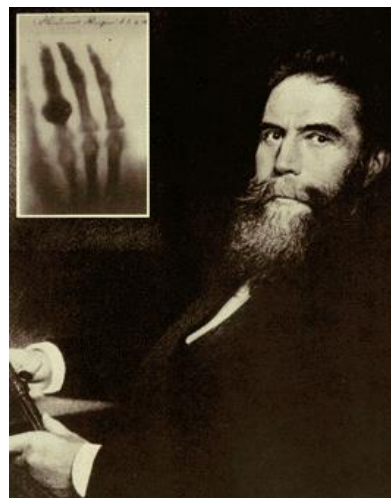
William Roentgen³⁵
